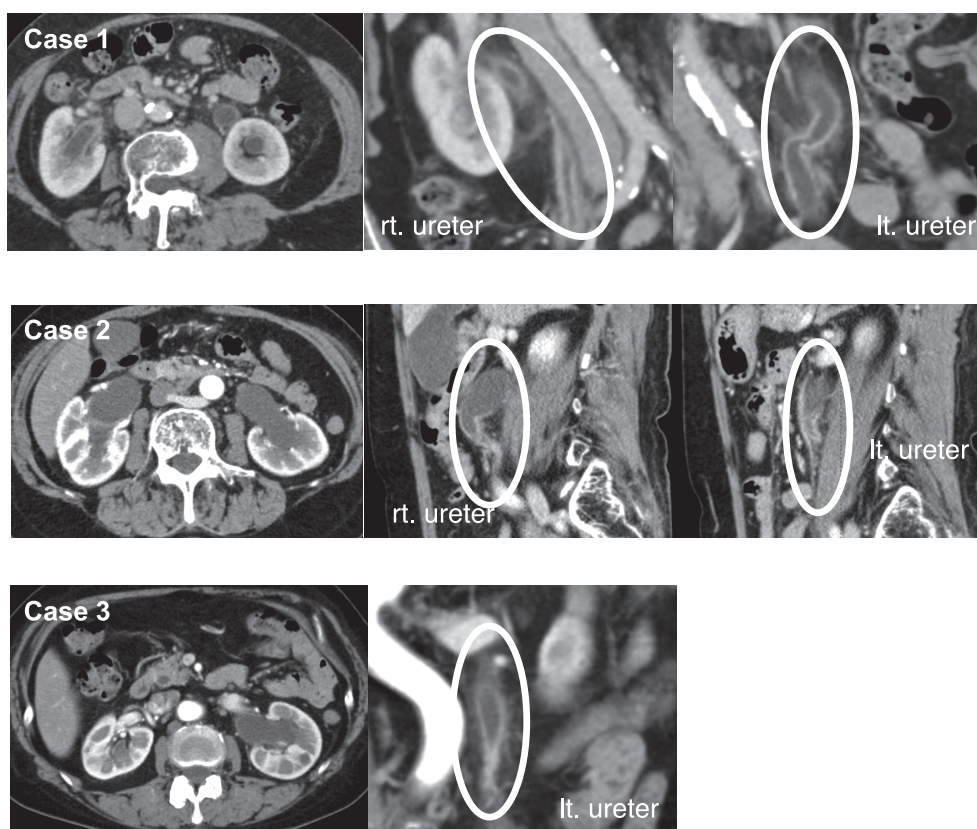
Before treatment, upper row is case 1, middle row is case 2, lower row is case 3: Contrast-enhanced CT shows a thickened ureteral wall (circle) with contrast enhancement in each case, presenting as hydronephrosis and hydroureter.
